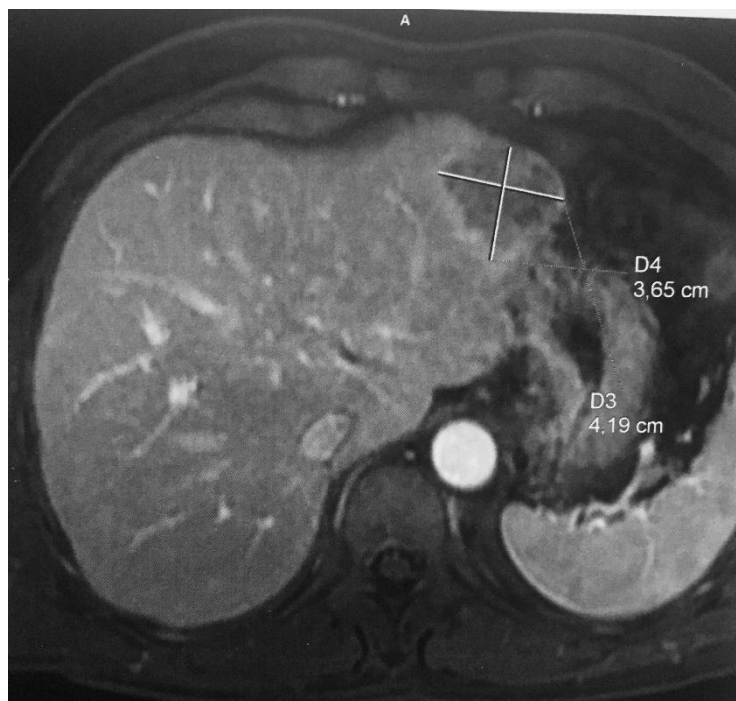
Image IRM d'une métastase infiltrante au niveau lobe gauche du foie secondaire à un lymphome gastrique.
